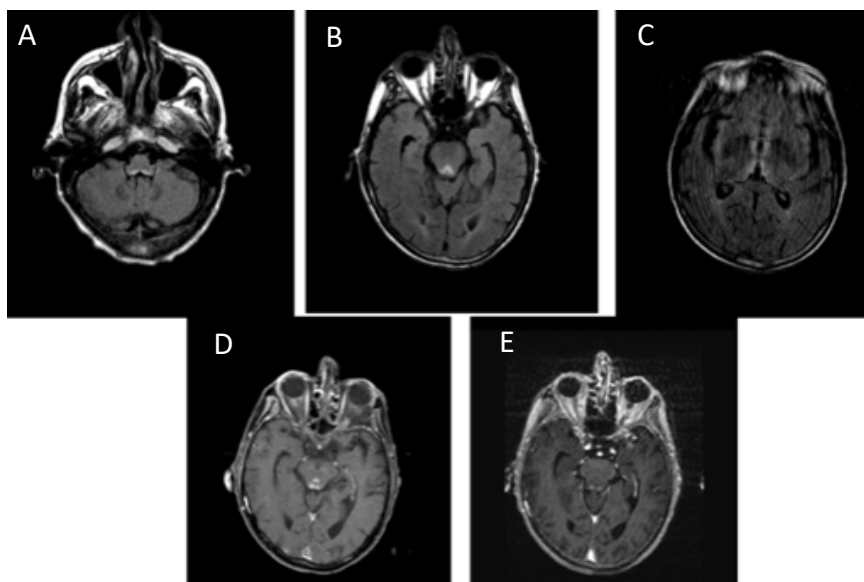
Enfermedad o encefalopatía de Wernicke. Paciente con antecedentes de neoplasia pancreática sin evidencia de recaída. Ingresa por clínica de vértigo persistente y nistagmus. En RM al ingreso presentaba lesiones hiperintensas en regiones bulbares posteriores bilaterales y simétricas, en región periacueductal, y en la porción medial de ambos tálamos en secuencias FLAIR (A, B, C). Tras la administración de contraste presentaba realce leve (D, E).
